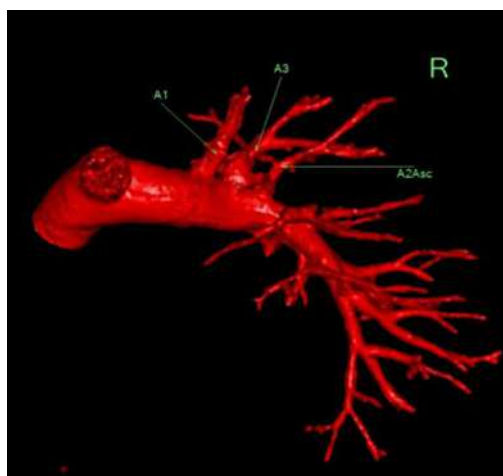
Отсутствие единого переднего артериального ствола – кровоснабжение сегментов верхней зоны отдельными артериями (3D-реконструкция МСКТ-АГ) A^1 – верхушечная сегментарная артерия; $ascA^2$ – нижняя восходящая артерия к заднему сегменту верхней зоны; A^3 – передняя сегментарная артерия
